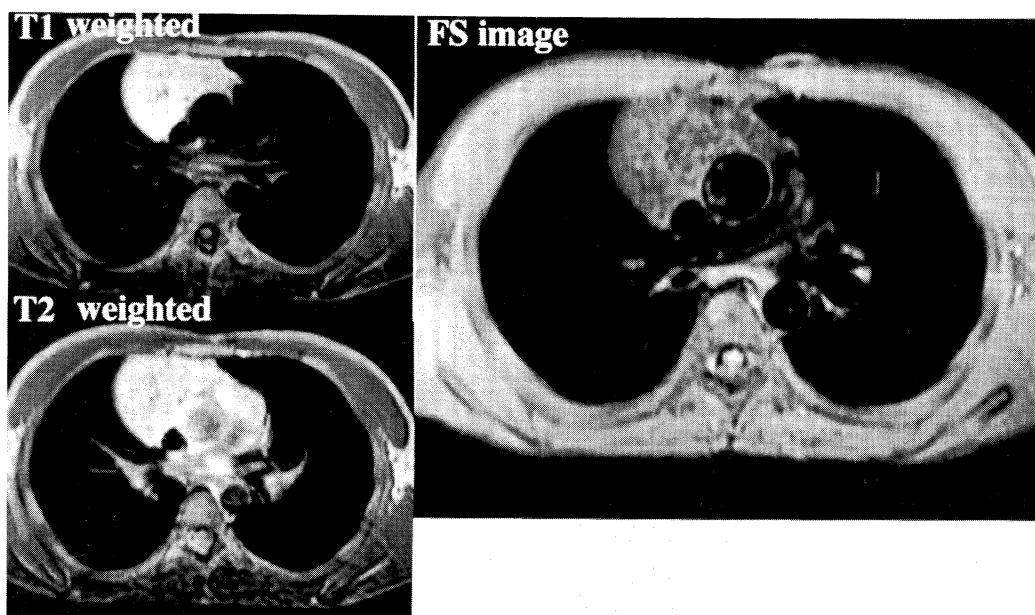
Chest MRI showing a fat density mass in the anterior mediastinum. The signal of the tumor was suppressed in the fat suppression (FS) image.
